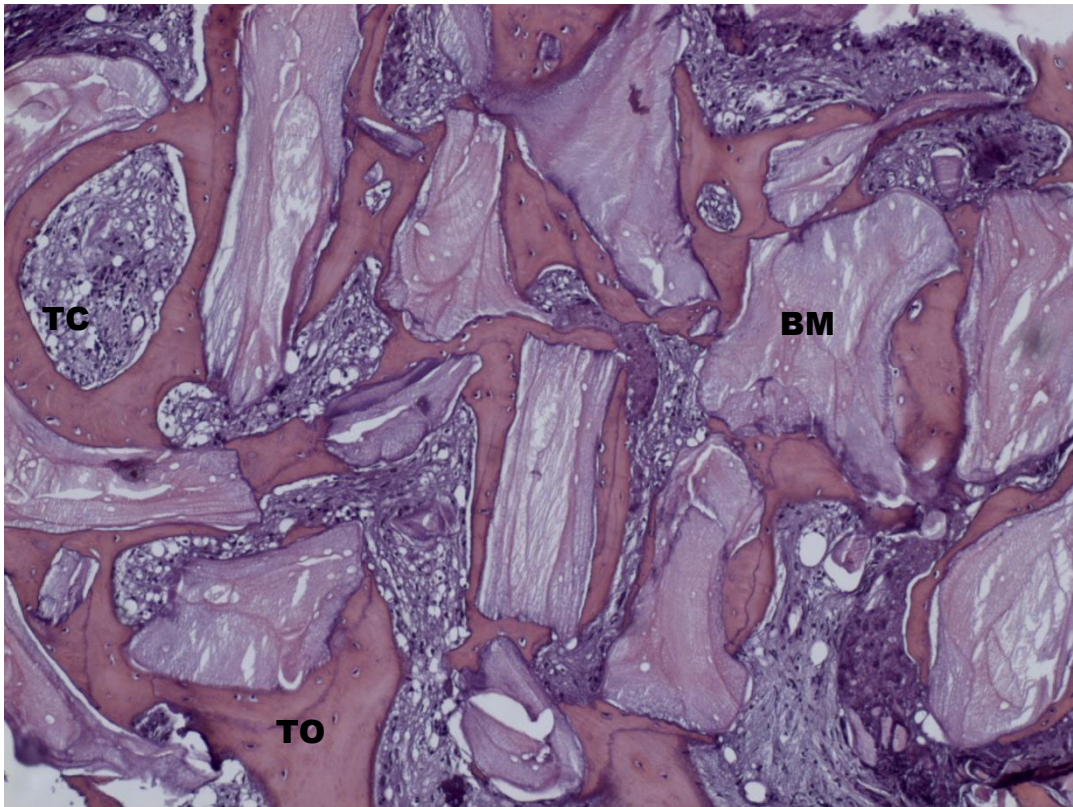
Nota-se presença de grande quantidade de partículas de biomateriais (BM) envolto por neoformação óssea (TO) e tecido conjuntivo organizado com pouco ou nenhum infiltrado inflamatório (TC). (Bio Oss+Autógeno, aumento de 125X coloração Hematoxilina & Eosina)
